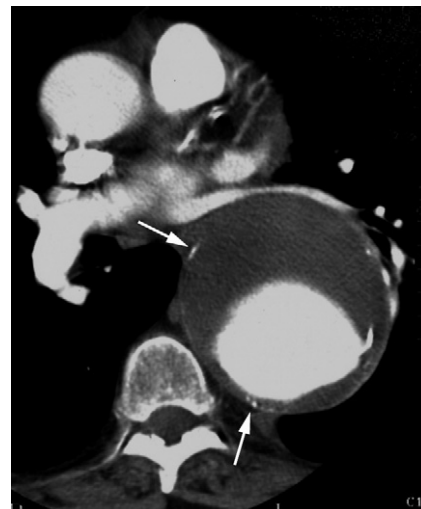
Coupe TDM axiale : volumineux anévrisme de l'aorte thoracique descendante, largement thrombosé. Noter que les calcifications intimales (flèches) ne sont pas déplacées (diagnostic différentiel avec l'hématome intramural de l'aorte).
